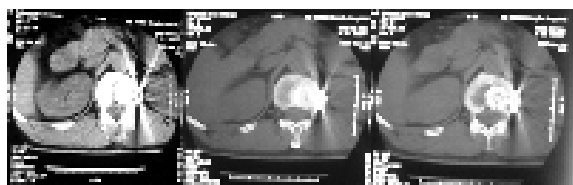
腰椎骨折 n-HA/PA66 生物活性人工椎体重建术后 42 个月 CT 扫描
